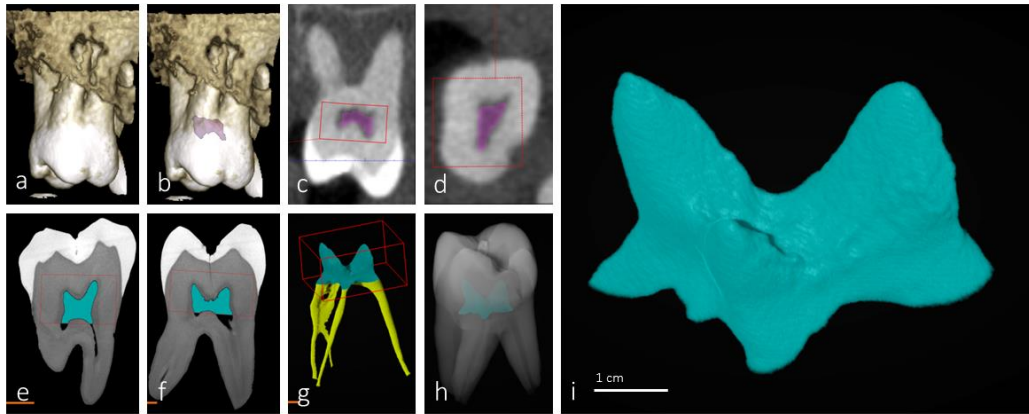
Imágenes CB-CT y micro-CT del molar identificado como muestra 1. Reconstrucción CB-CT (a,b) e imágenes sagitales (c) y axiales (d). Imágenes sagitales en micro-TC (e,f) y reconstrucciones pulpares (g,h). i corresponde a h aislada y ampliada.
